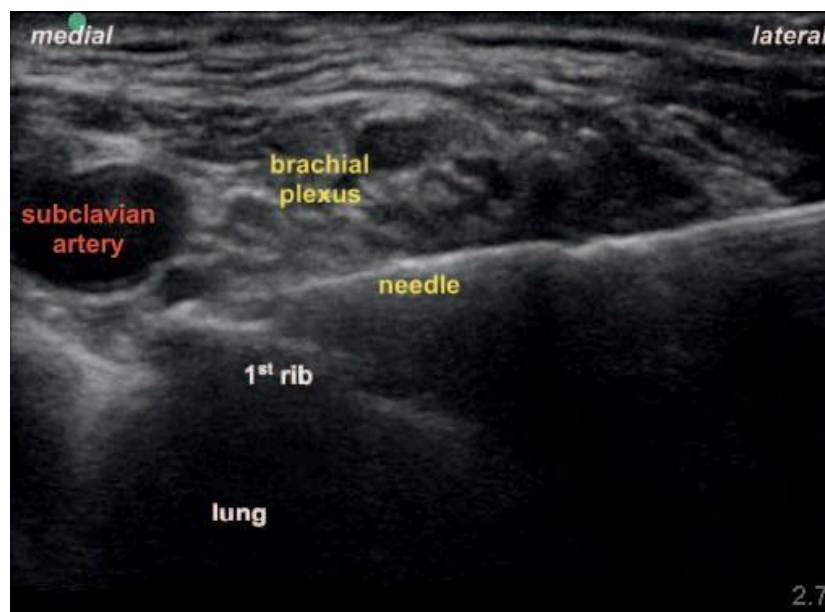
Imagen de ultrasonido mostrando el abordaje en plano de la aguja. La punta de la aguja es colocada entre la arteria subclavia y la primera costilla: “el bolsillo de la esquina”.
